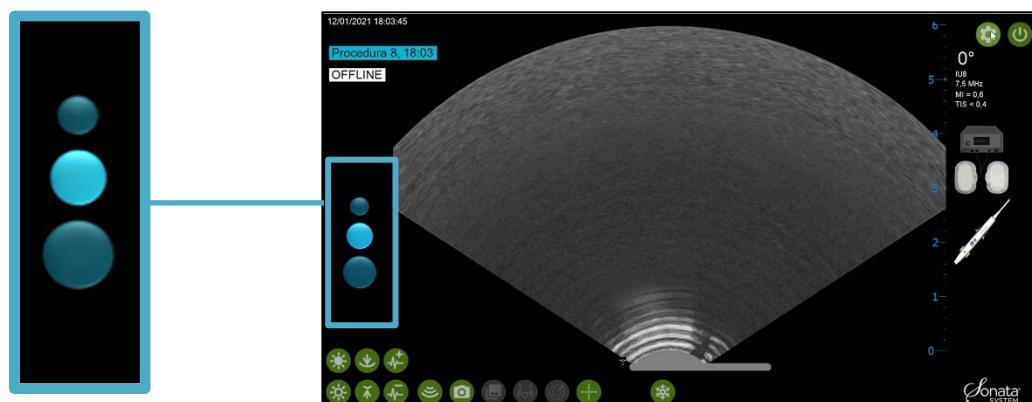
Preimpostazioni ecografiche
